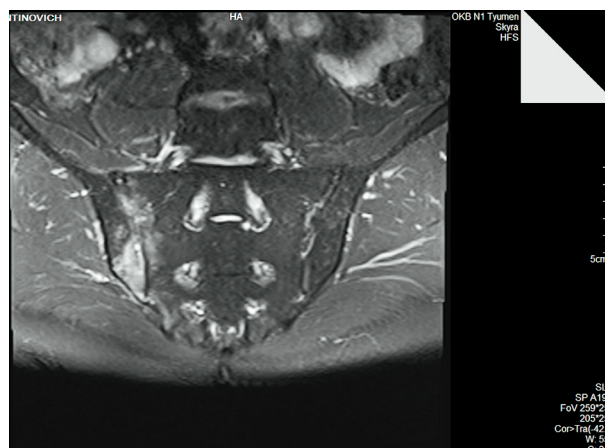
МРТ крестцово-подвздошных сочленений в динамике наблюдения. Разлитые зоны остеита в области левого крестцово-подвздошного сустава
